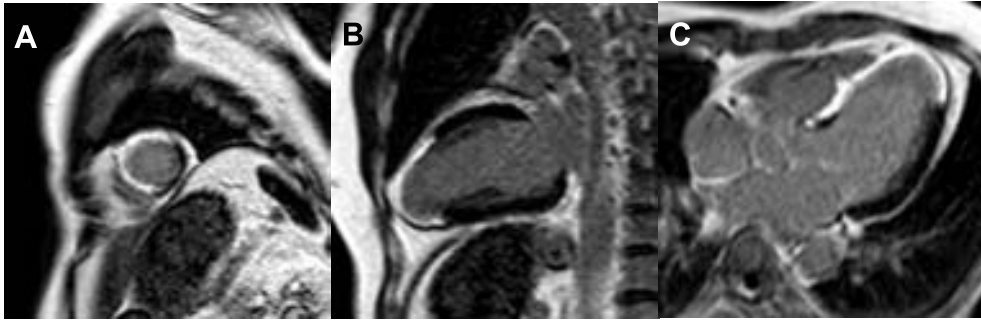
陳旧性心筋梗塞症例の遅延造影MRI(A:短軸像, B:長軸像, C:四腔像)
